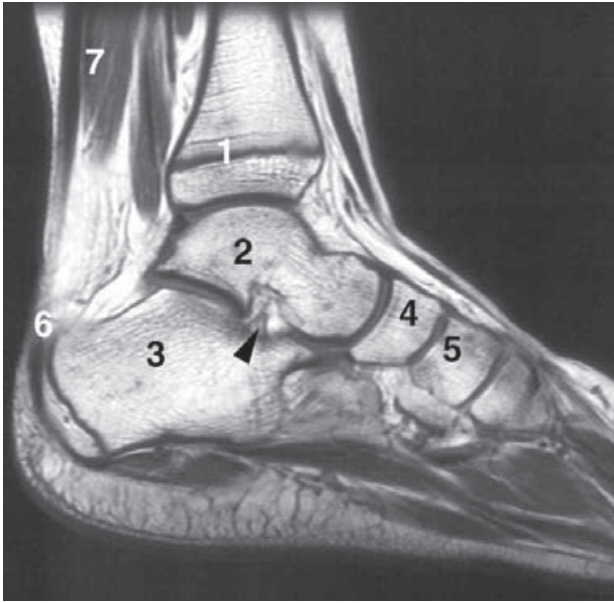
RM sagital del pie y del tobillo. 1) Línea epifisaria del extremo inferior de la tibia; 2) astrágalo; 3) calcáneo; 4) navicular; 5) cuña medial; 6) tendón calcáneo; 7) músculo sóleo. Flecha: ligamento astragalocalcáneo interóseo.
